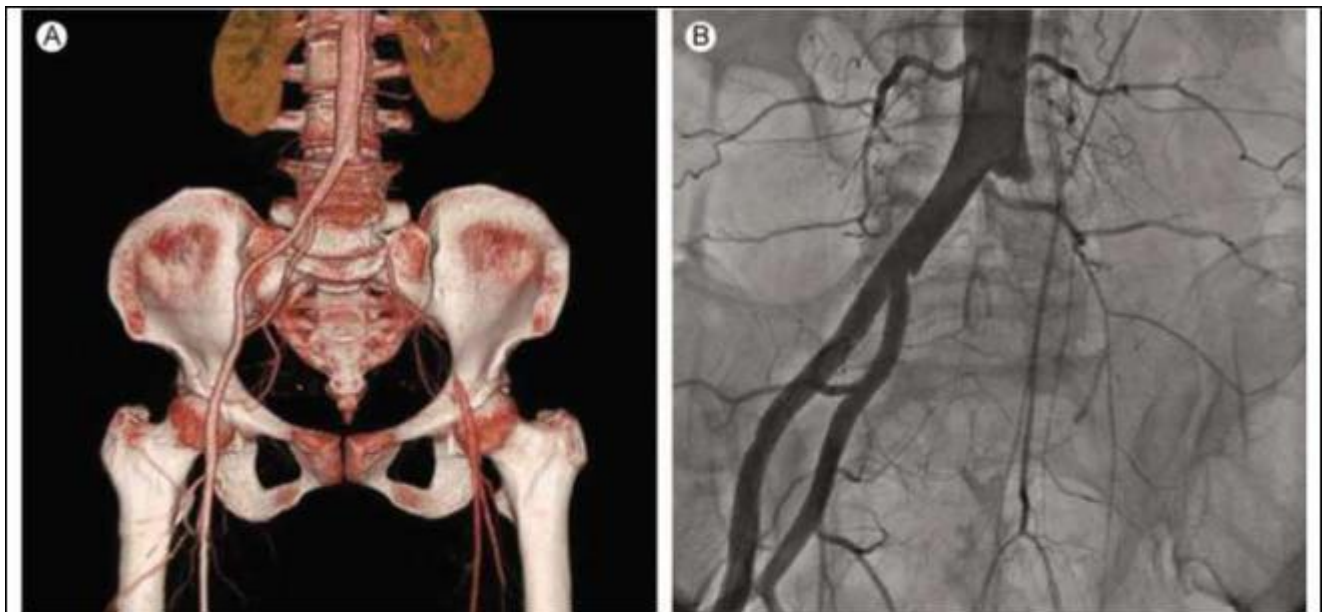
КТ-ангіографія (А) та контрастна артеріографія (В) у хворого з гострою тромбоемболією лівої загальної здухвинної артерії. Визначається феномен «обриву» лівої загальної здухвинної артерії в районі біфуркації аорти. Коллатеральна судинна сітка не розвинена, що свідчить про гострий характер судинної ішемії.
